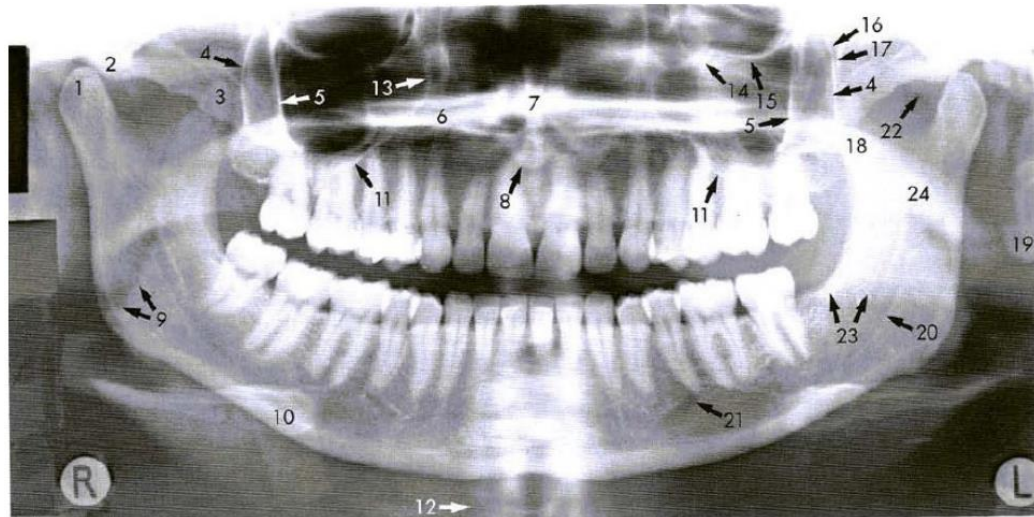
Radiografía panorámica y sus elementos Cóndilo Mandibular. 2, Eminencia articular. 3, Apófisis coronoides. 4, Pared posterior del seno maxilar. 5, Pared posterior de la apófisis cigomática del maxilar. 6, Paladar duro. 7, Tabique nasal. 8, Punta de la nariz. 9, Dorso lingual. 10, Hueso Hioides. 11, Borde inferior del seno maxilar. 12, imagen de la columna cervical. 13, Borde mesial del seno maxilar. 14, Canal infraorbitario. 15, Borde infraorbitario. 16, Fisura pterigomaxilar. 17, Borde anterior de las apófisis pterigoides. 18, Ala lateral de la apófisis pterigoides. 19, Lóbulo de la oreja. 20, Borde inferior del conducto mandibular. 21, Agujero Mentoniano. 22, Pared posterior de la nasofaringe. 23, Borde inferior de la mandíbula superpuesto sobre el lado opuesto. 24, Paladar bando sobre el agujero mandibular.
